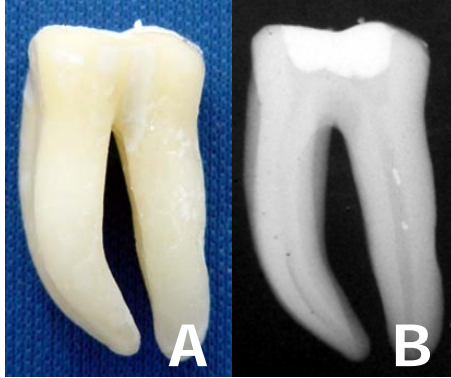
A-Imagem macroscópica do molar inferior selecionado. B- Radiografia no sentido orto-radial.
